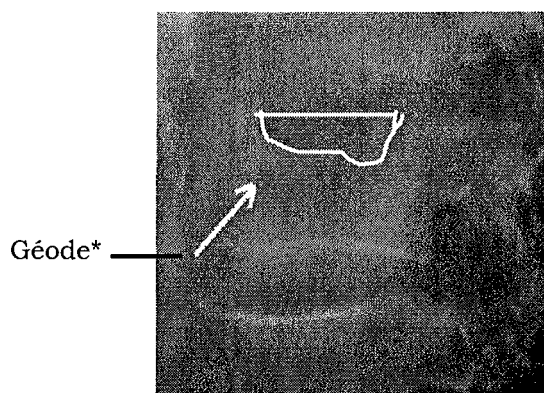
Radiographie de profil d'une destruction du plateau vertébral supérieur de L2 = géode*. [134]
